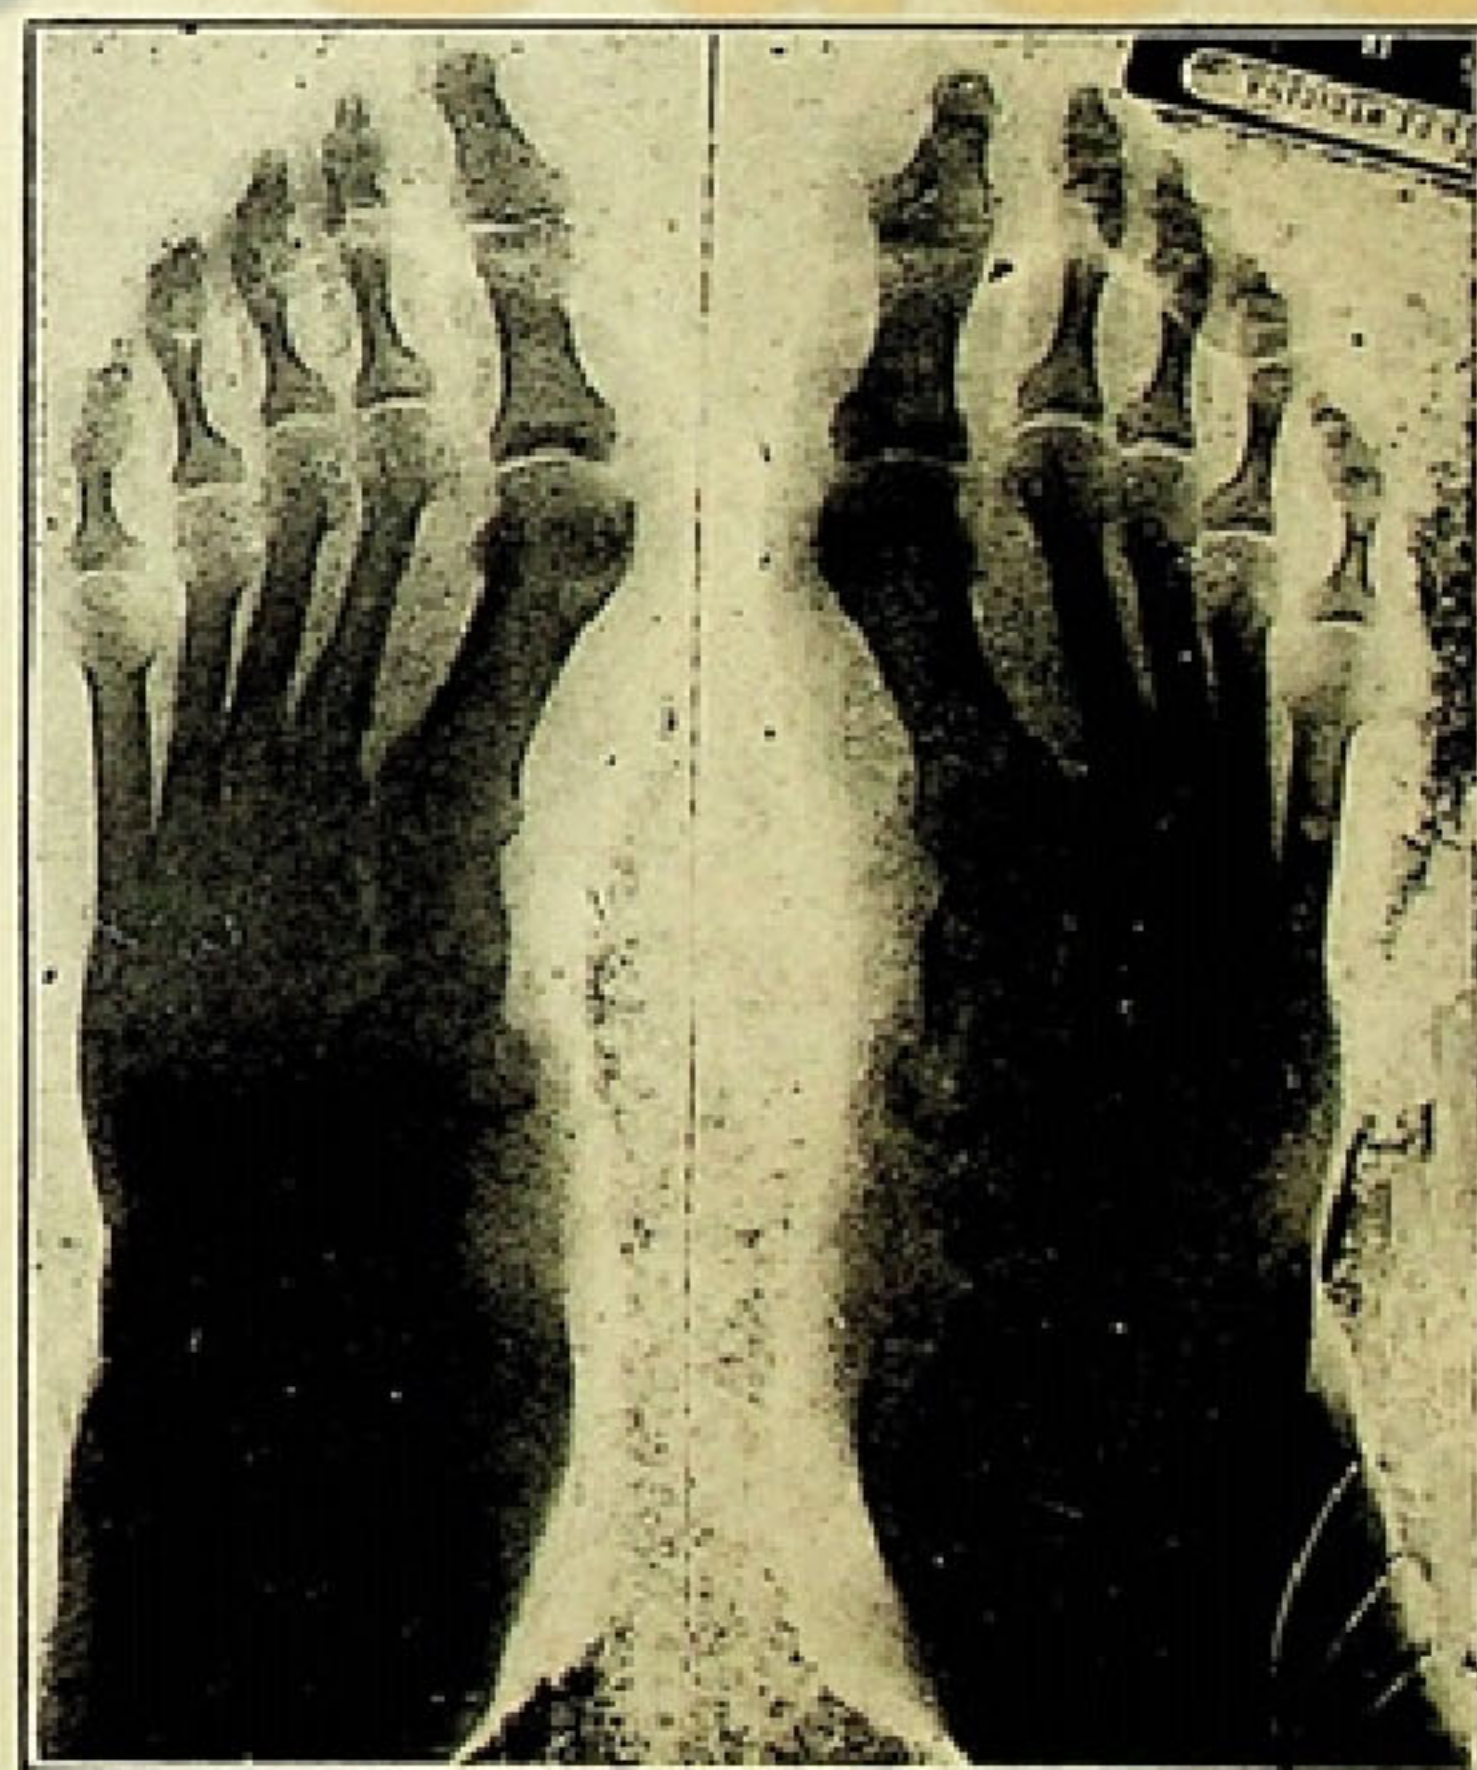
Igual que en las manos, se puede ver en esta radiografía el desarrollo enorme de los extremos articulares de los huesos.
